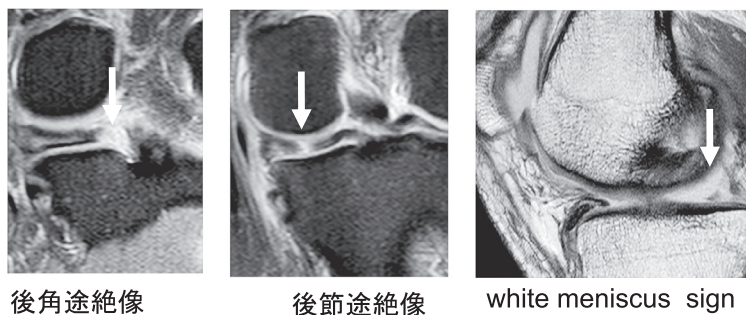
図1MRIによる内側半月板後節/後角断裂像
